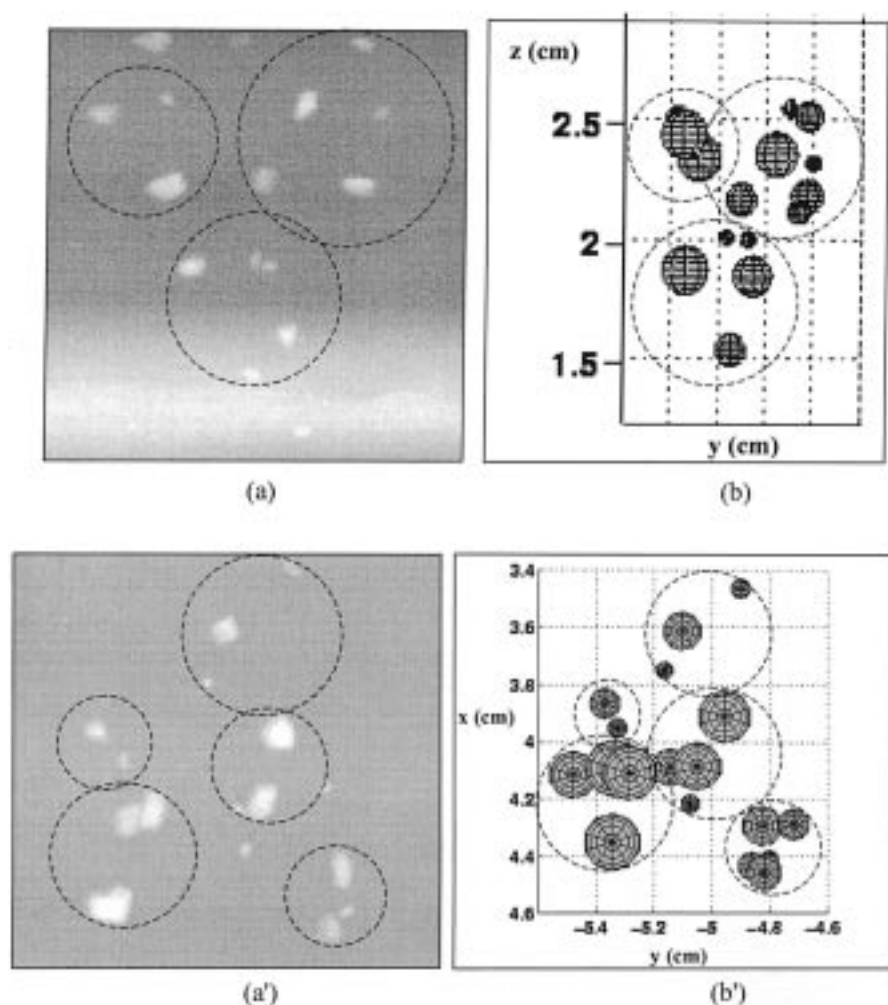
Comparaison entre les projections du foyer reconstruit (b, b') et les radiographies prises sous les mêmes angles de projection (a, a').
